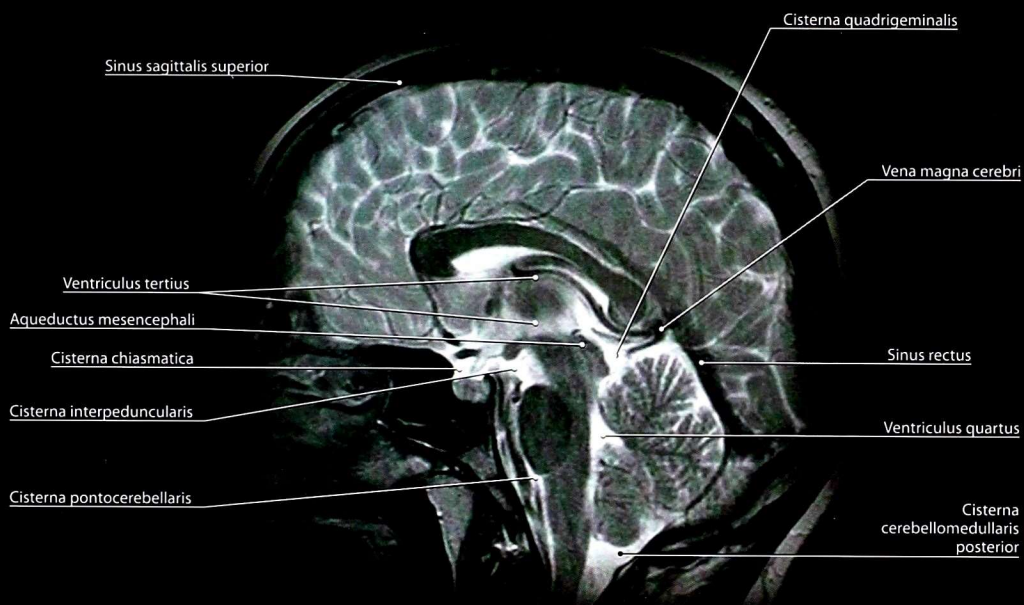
Магнитно-резонансная томограмма головного мозга. Сагиттальный срез. Желудочки и межоболочечные пространства головного мозга. T2-взвешенное изображение
